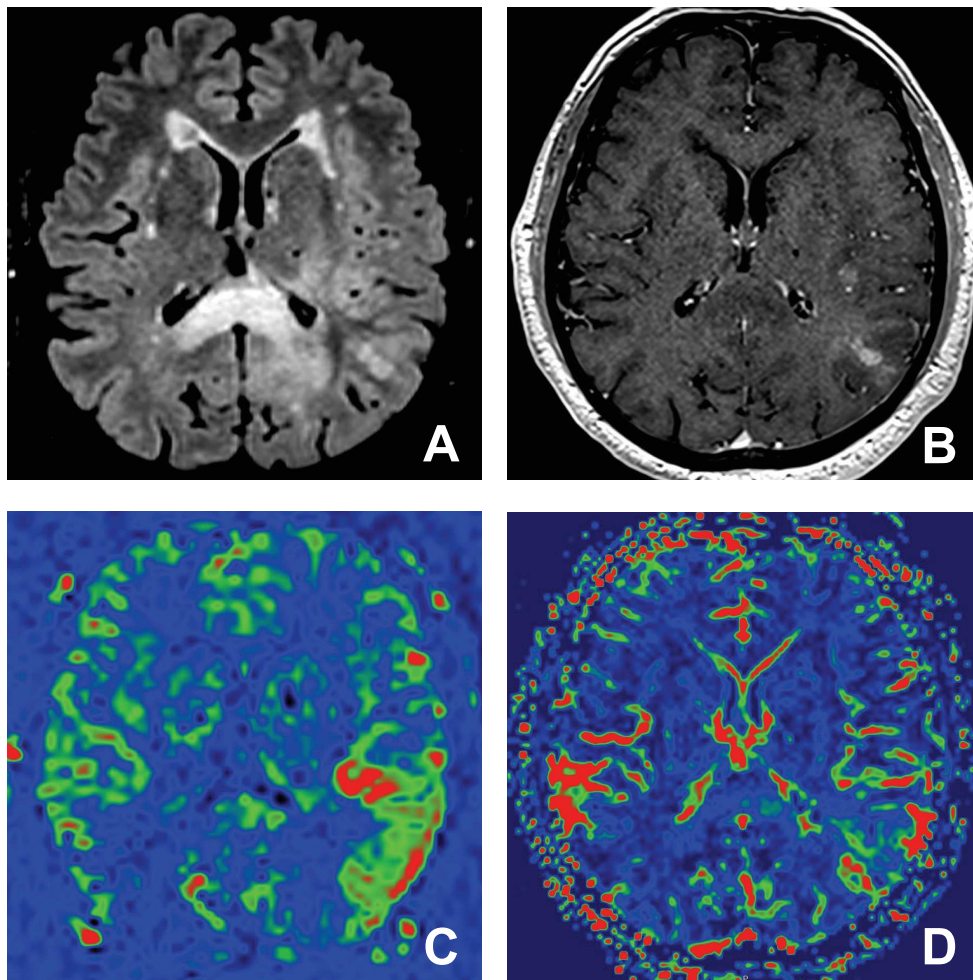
Exemple de grade 3. Patient de 72 ans présentant un glioblastome. Les séquences conventionnelles FLAIR (A) et T1 après injection de gadolinium (B) montrent une lésion tumorale diffuse temporo-pariéto-occipitale gauche étendue au splénium du corps calleux. La lésion est hétérogène avec des prises de contraste. La séquence de perfusion ASL (C) montre une néoangiogenèse au sein de la prise de contraste et au sein de l'hypersignal FLAIR notamment au niveau du splénium, qui semble visuellement plus étendue que sur la séquence de perfusion T2* (D).
